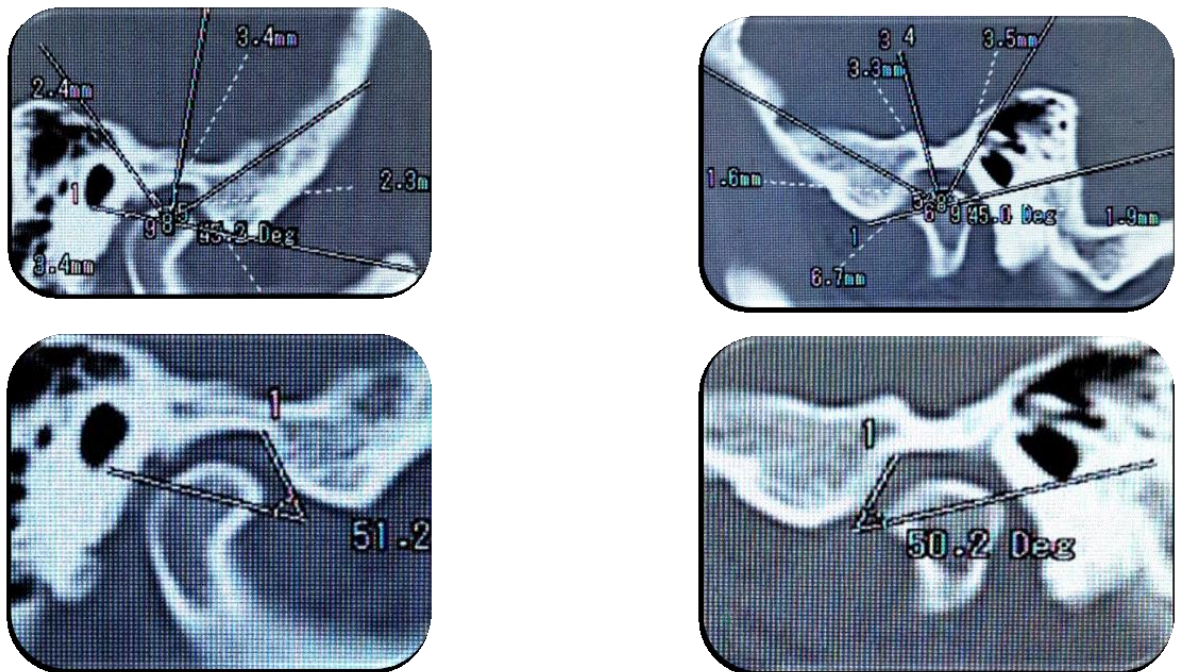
45. – Фото компьютерной томографии пациента К. № 1598\21 А – до лечения, Б – после наложения репозиционной каппы - протеза
